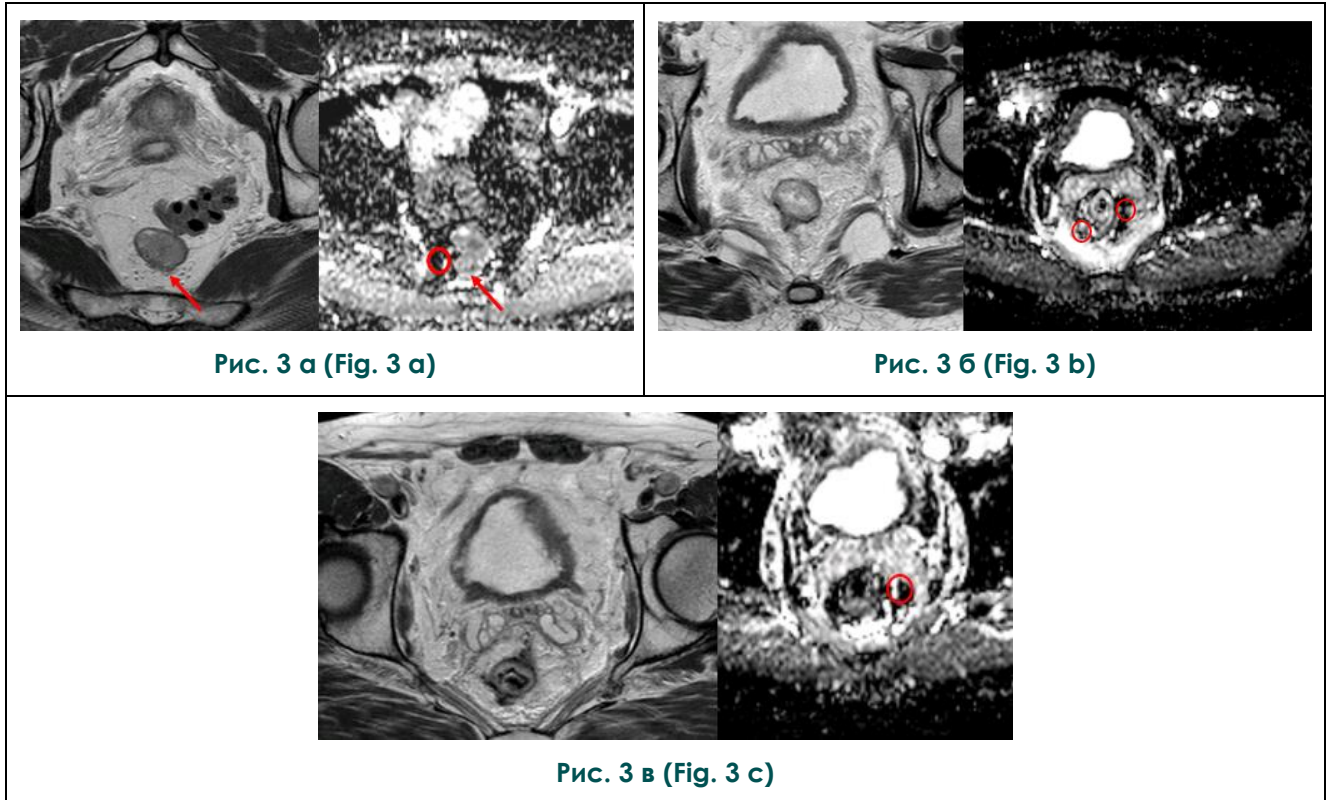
МРТ таза, T2-взвешенные изображения, карты ИКД.
